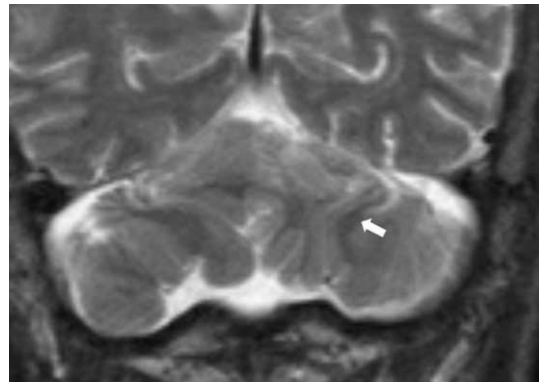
Coronal T2-weighted MR image. Bilateral, vertically oriented folia and white matter, (arrow) of both cerebellar hemispheres.
